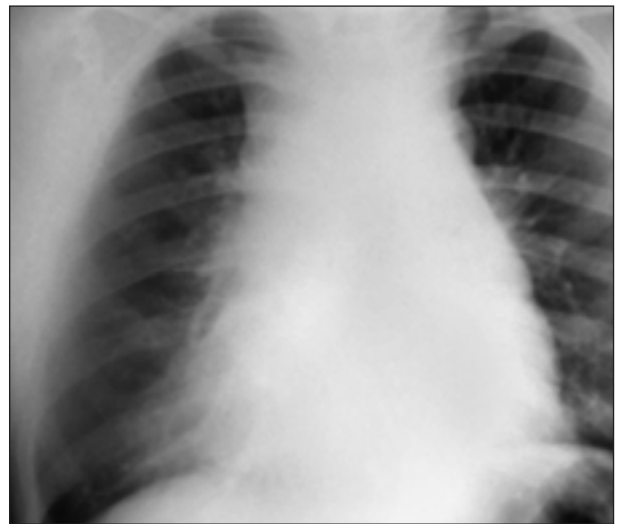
Radiografía tórax inicial: ensanchamiento mediastínico.
